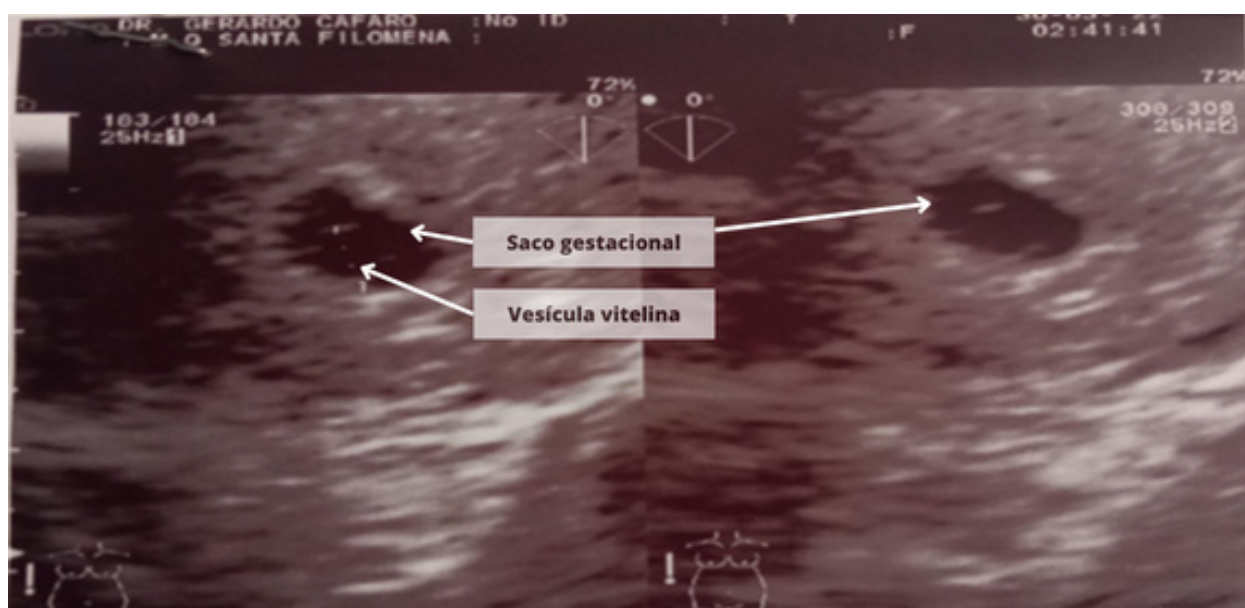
Ecografía a la quinta semana.
